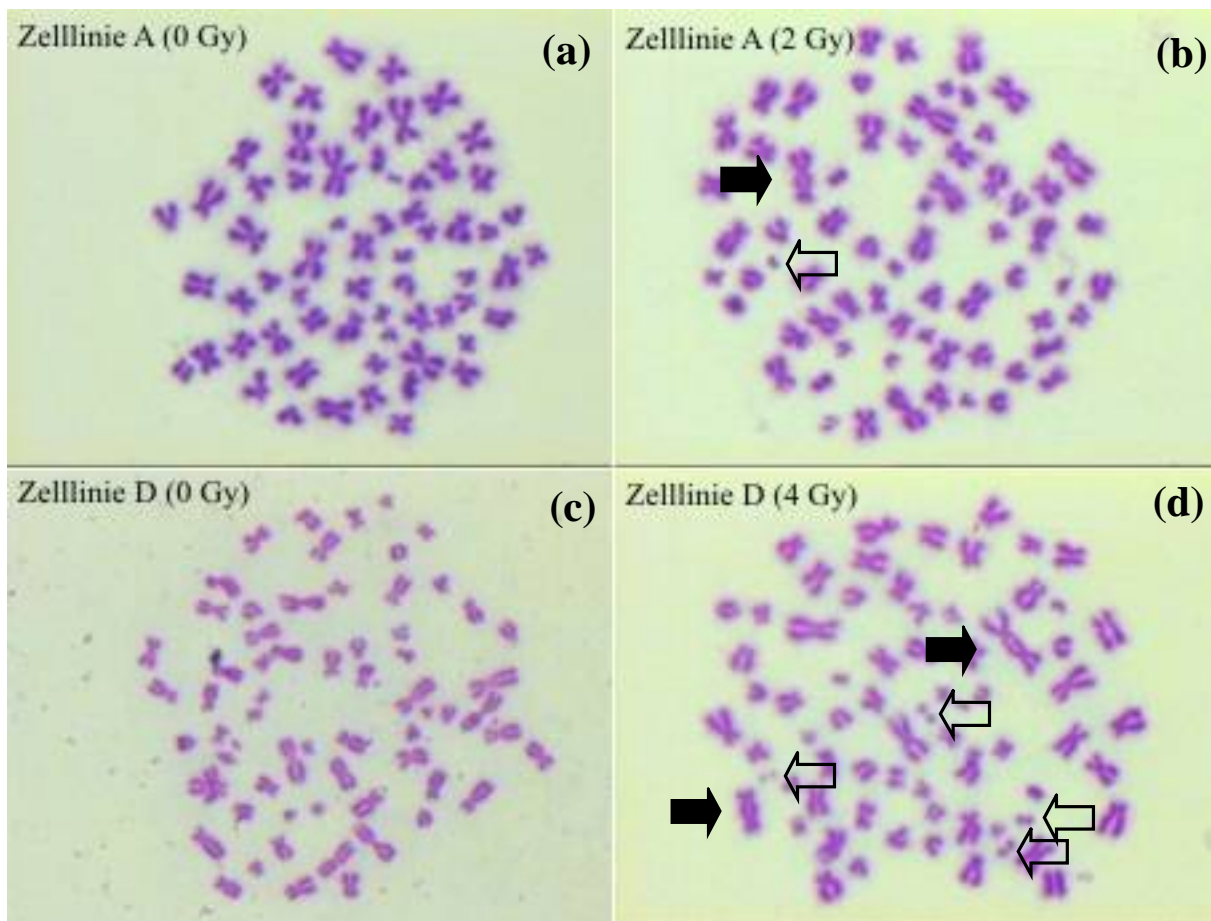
Instabile Chromosomentypaberrationen nach Röntgenbestrahlung.
